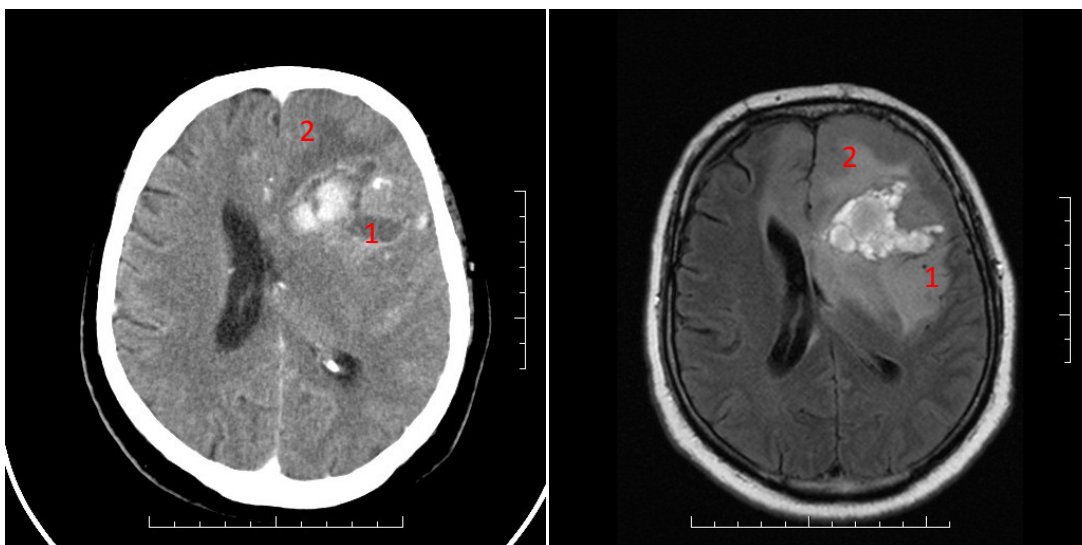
CT snímek (nalevo) a MRI snímek (napravo) ukazují výskyt nádoru (1). Na MRI snímku je dále patrné rozšíření nádoru (2), které je na CT snímku lehce přehlédnutelné
